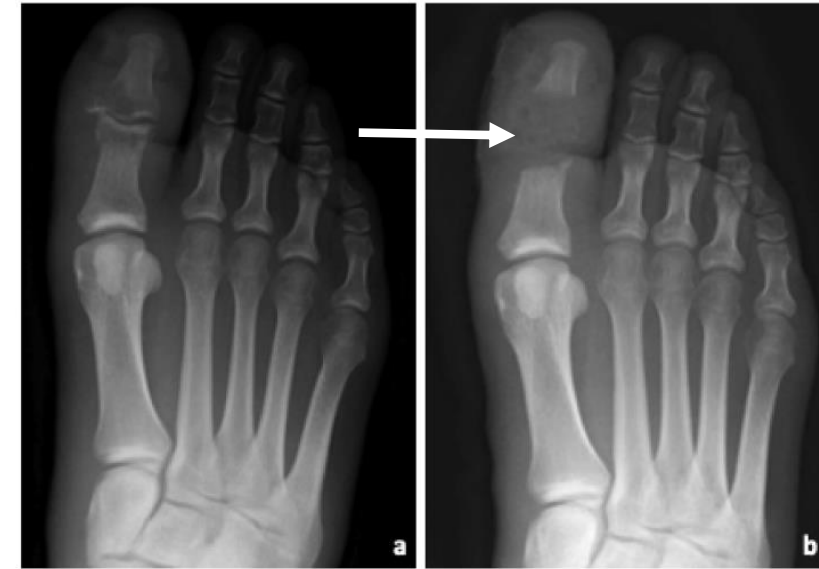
7a; Preoperative X-ray. 7b; Postsurgical X-ray.
